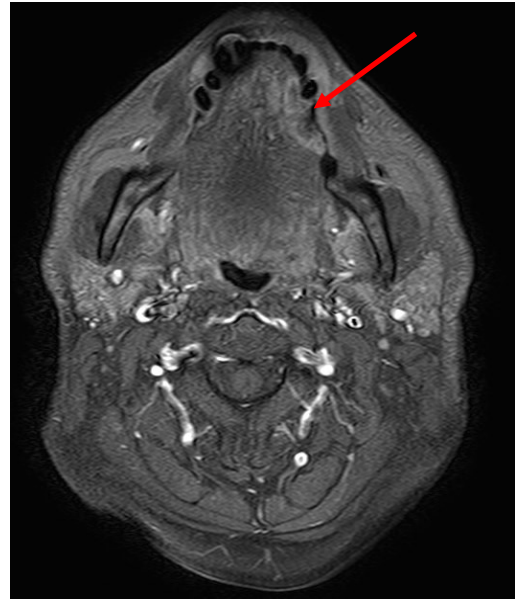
RM axial de CE lingual izquierdo.
